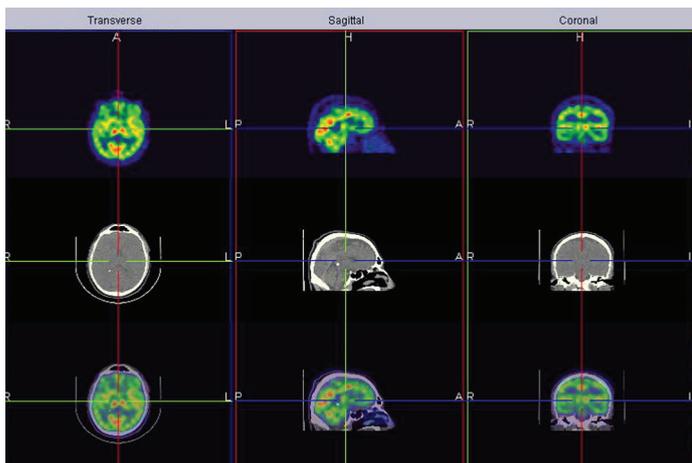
Перфузионная ОФЭКТ/КТ головного мозга.
